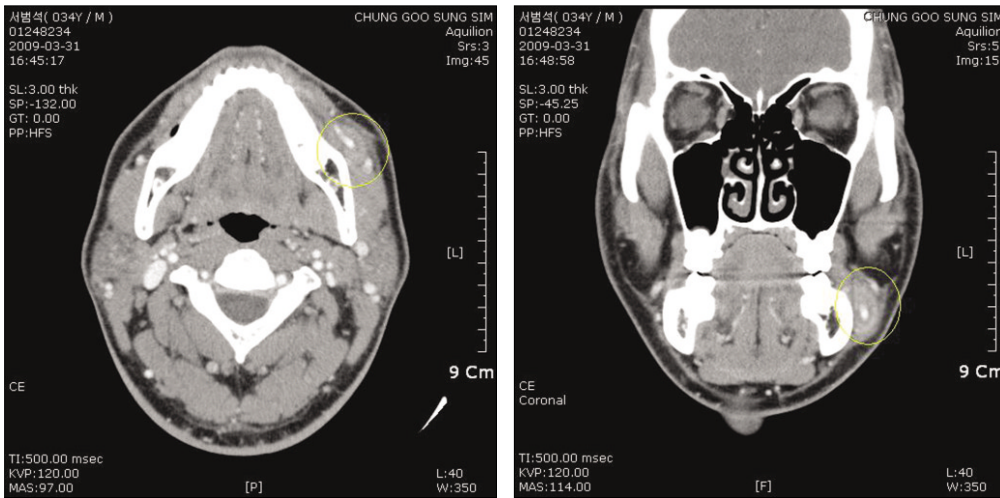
Computed tomogram showing a well-circumscribed large mass measured approximately 2.5 x 1.5 x 0.8 cm invading left buccal mucosa.
